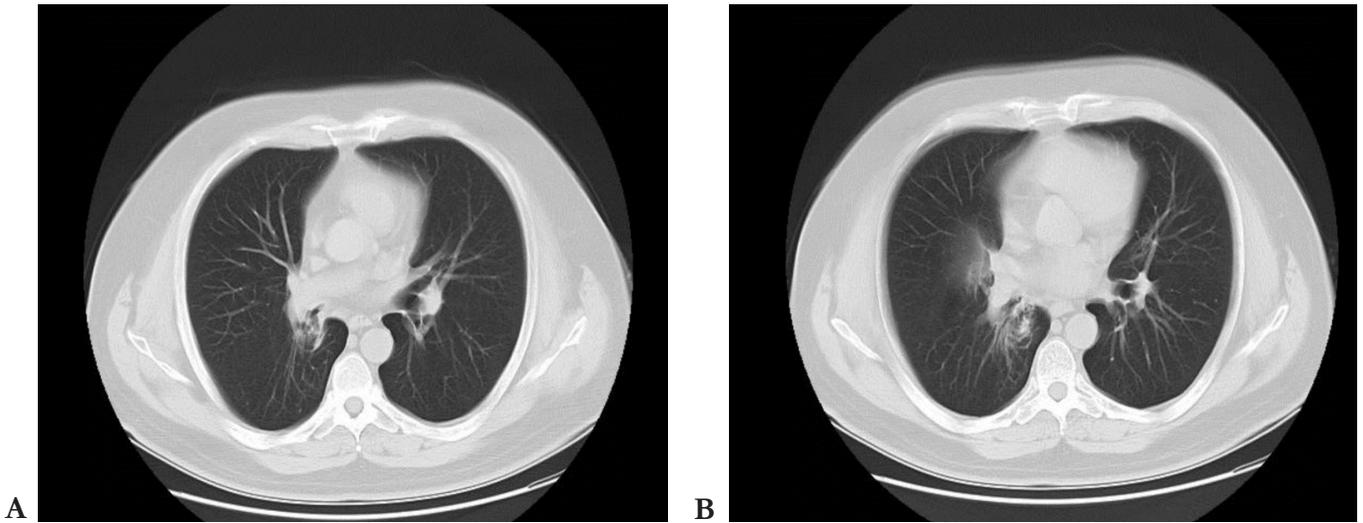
Tomografía axial computarizada de tórax. Estenosis del bronquio principal derecho con atelectasias centrales parahiliares derechas.
